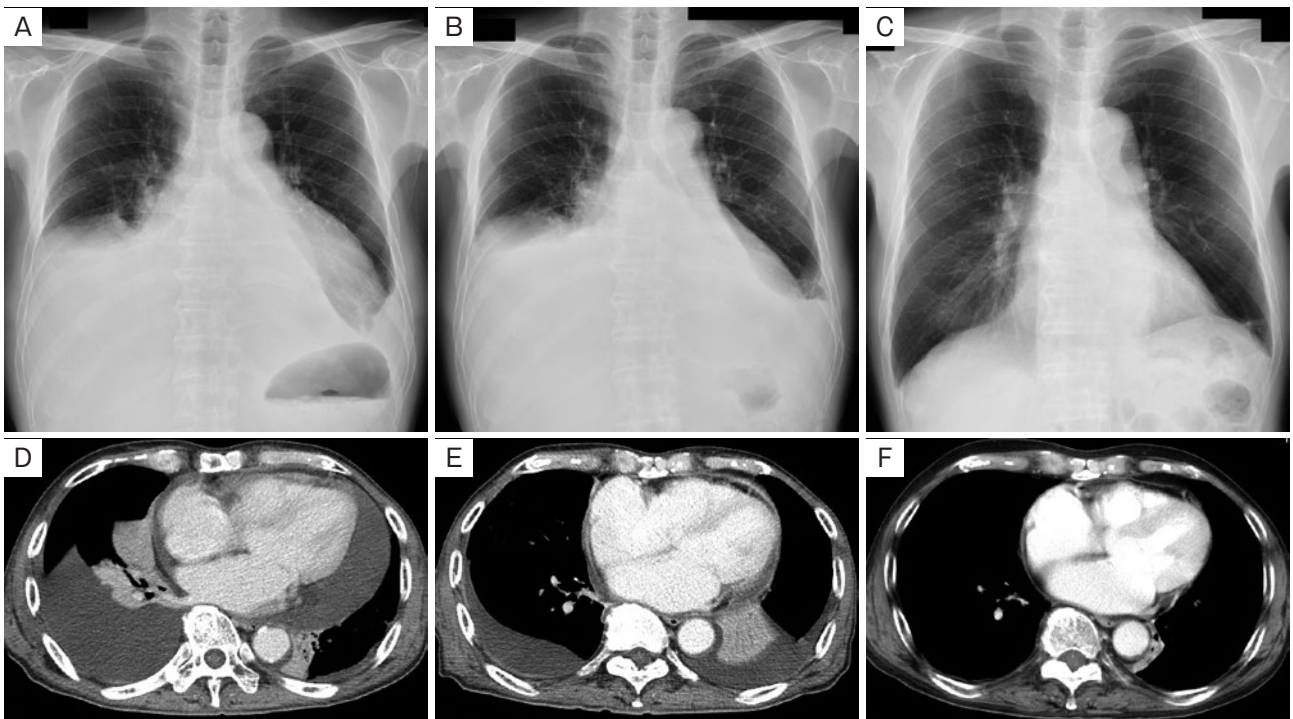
胸部画像所見. 胸部X線写真: (A) 20XX年8月. (B) 10月. (C) 20XX+1年5月. 胸部造影CT: (D) 20XX年8月. 胸水貯留と心嚢液貯留を認めた. (E) 10月. 右胸膜肥厚と心外膜肥厚が目立った. (F) 20XX+1年5月. ステロイド治療開始6ヶ月後には心嚢液・胸水貯留, 心外膜・右胸膜肥厚は改善した.
